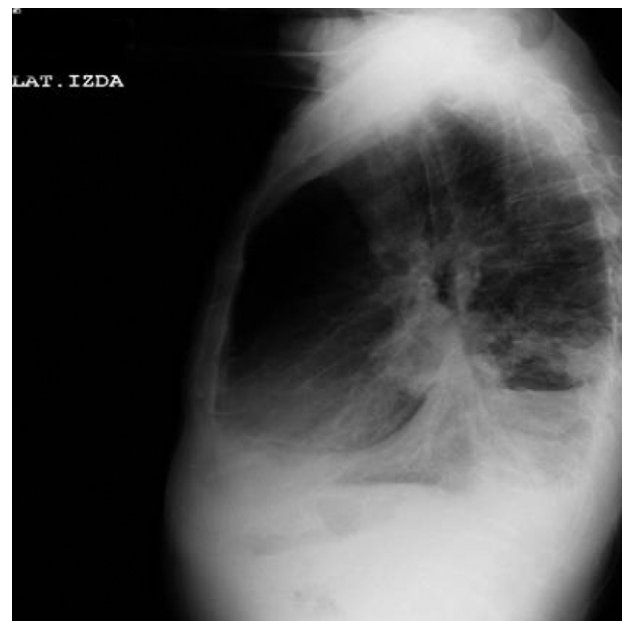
Radiografía 2. Lateral de tórax.
